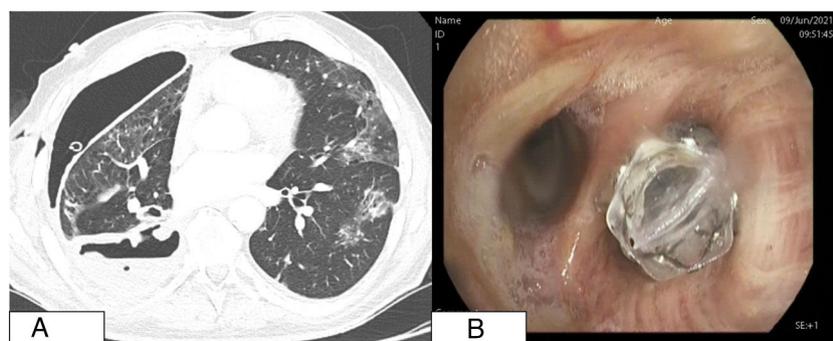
A. TC torácica con neoplasia cavitada y neumotórax asociado con drenaje pleural en el interior de la cavidad pleural (nótese el engrosamiento de la pleura visceral). B. Visión endoscópica con la válvula Zephyr en la entrada de lóbulo inferior derecho.
